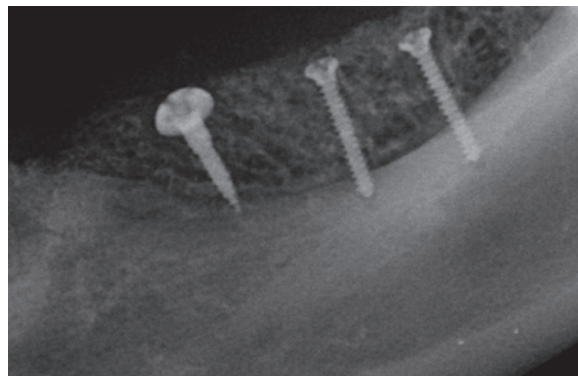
Röntgenkontrolle post-OP.
